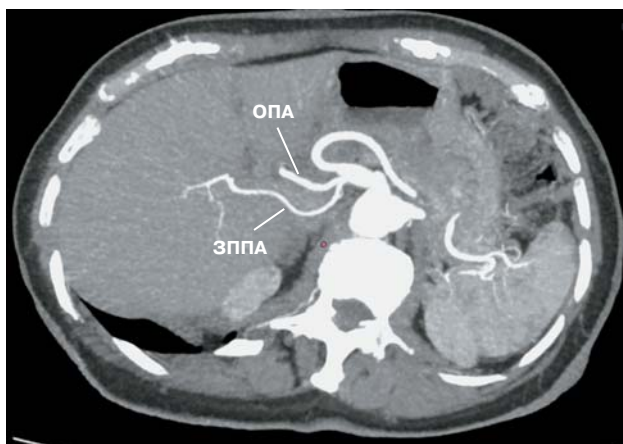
Компьютерная томограмма. Аксиальная плоскость. Максимальная интенсивная проекция (MIP). От чревного ствола отходит общая печеночная артерия одним устьем с замещающей правой печеночной артерией. ЗППА – замещающая правая печеночная артерия, ОПА – общая печеночная артерия.
